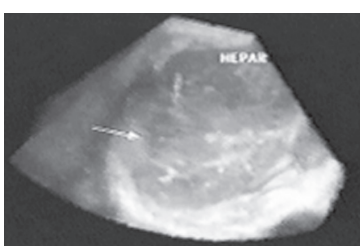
Ecografie intraoperatorie.
